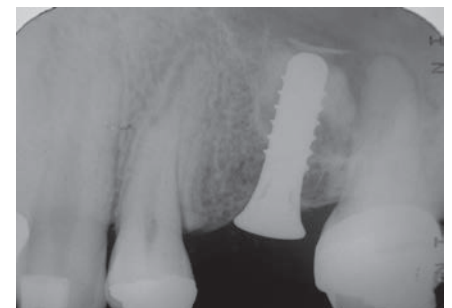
7. Рентгенограммы случая 1 через 30, 60, 120 и 180 дней после операции
